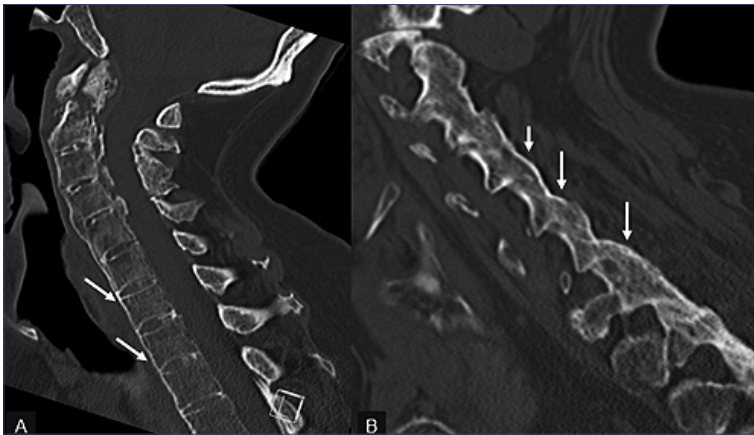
Paciente masculino de 46 años consulta en el servicio de urgencia por trauma cráneo - cervical. A) Imagen sagital de la TC de columna cervical muestra sindesmofitos (fechas blancas) que determinan morfología en “caña de bambú” característica de EA avanzada; B) Corte sagital a nivel de las articulaciones facetarias demostrando anquilosis (fechas).
